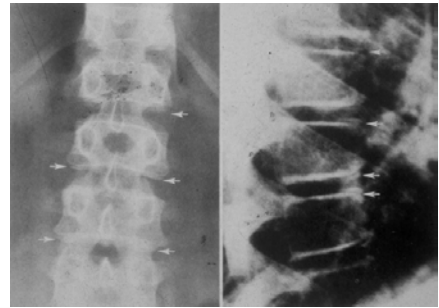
Radiografia em PA e perfil mostrando ossificação das apófises anulares. Melhor visão em perfil.
